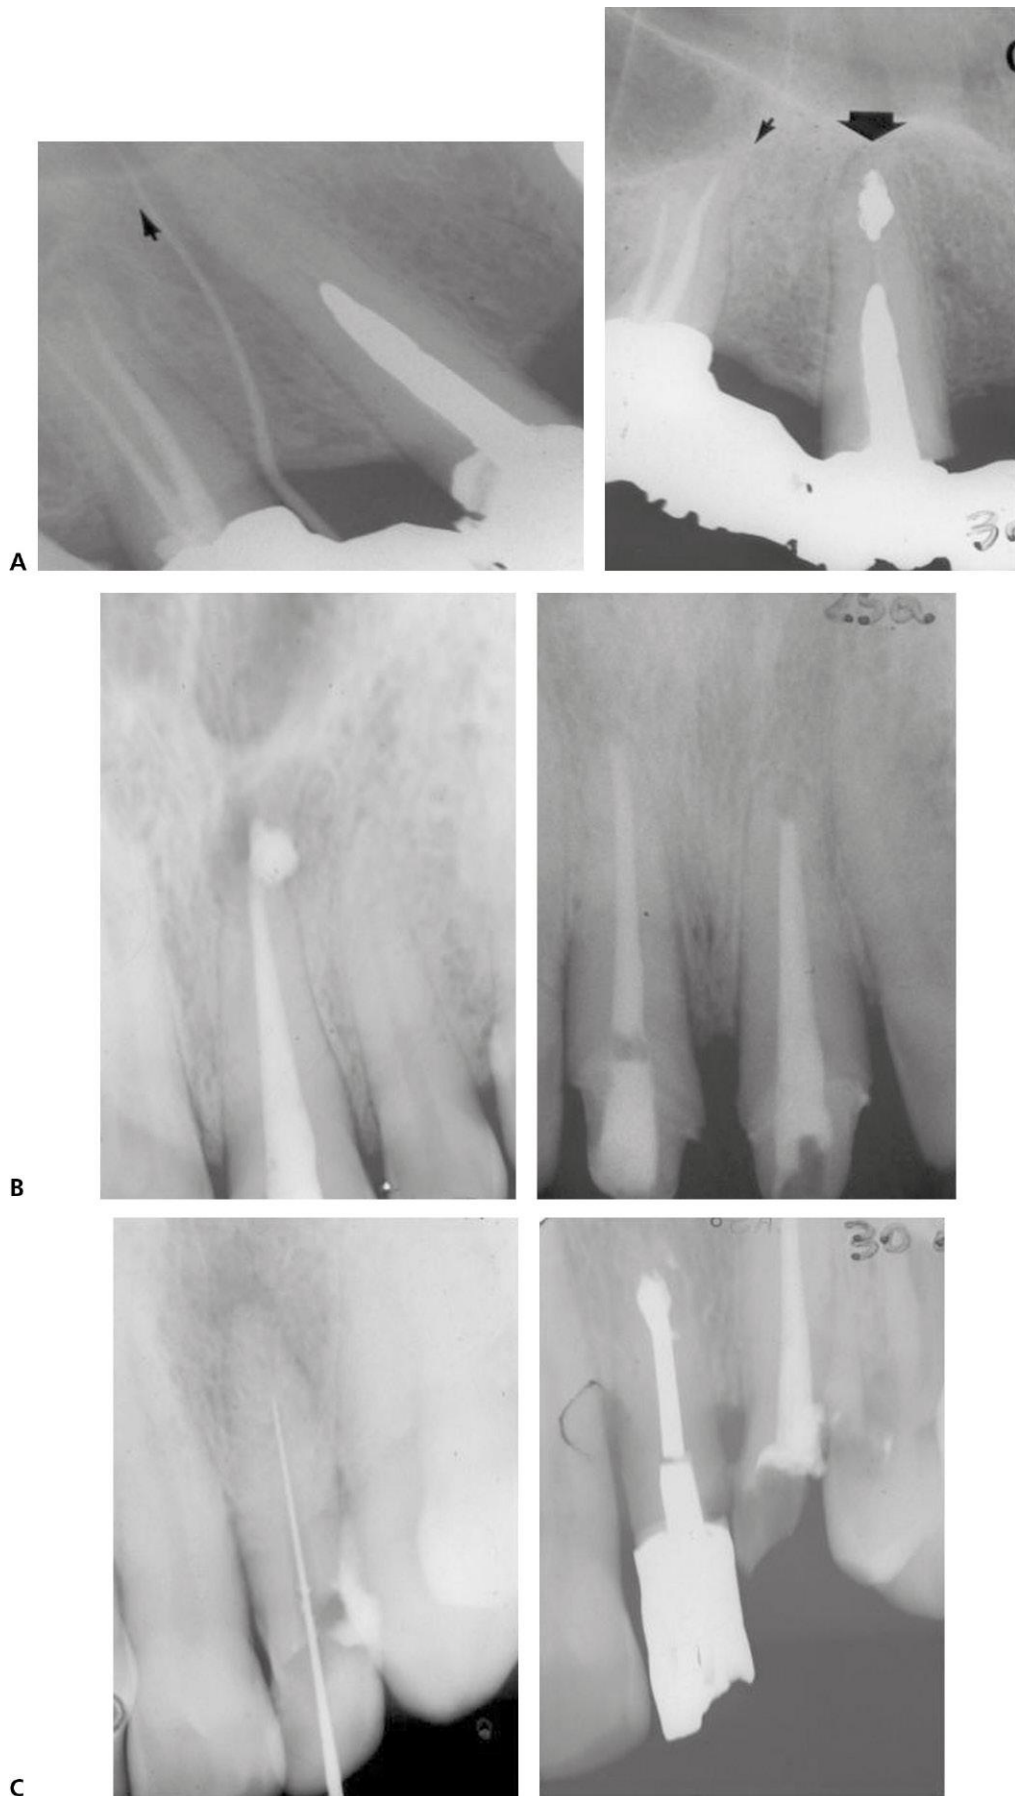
Dos casos de cirugía periapical obturados con MTA. A. Radiografía preoperatoria. B. Radiografía postoperatoria. C. Radiografía a los 2 años de evolución.
